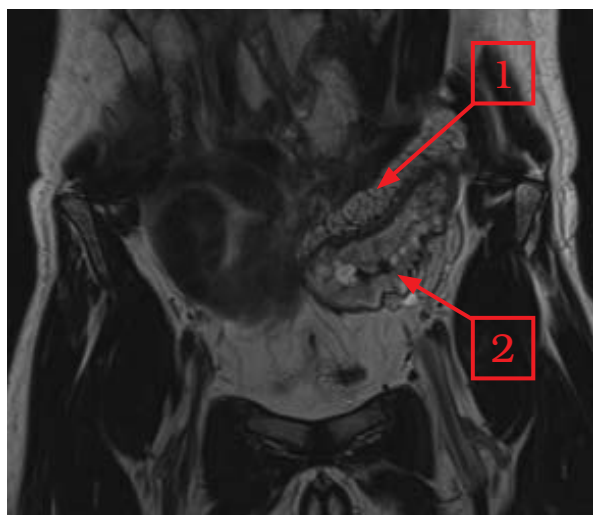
Пациент Ц. МРТ брюшной полости с внутривенным контрастированием. 1 – уплотнение брыжейки сигмовидной кишки; 2 – утолщение стенки сигмовидной кишки до 1,2 см за счет отека подслизистого слоя
